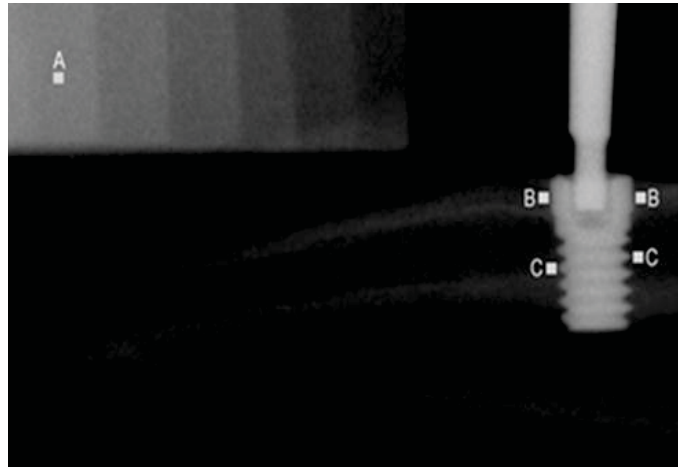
Radiografia digitalizada. A - escala de alumínio, B - osso cortical e C - osso medular.
